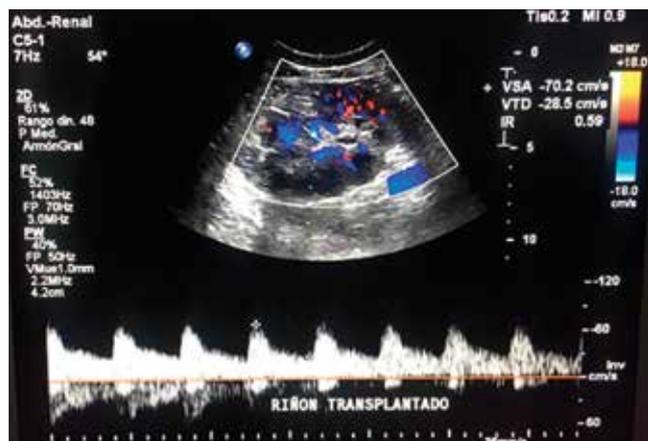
Doppler del injerto renal a las 24 horas postrasplante con IR 0.59.
